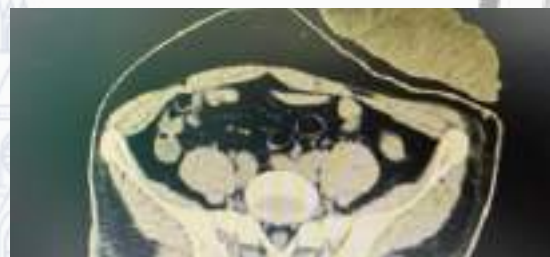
TAC: No hay metástasis abdominal
